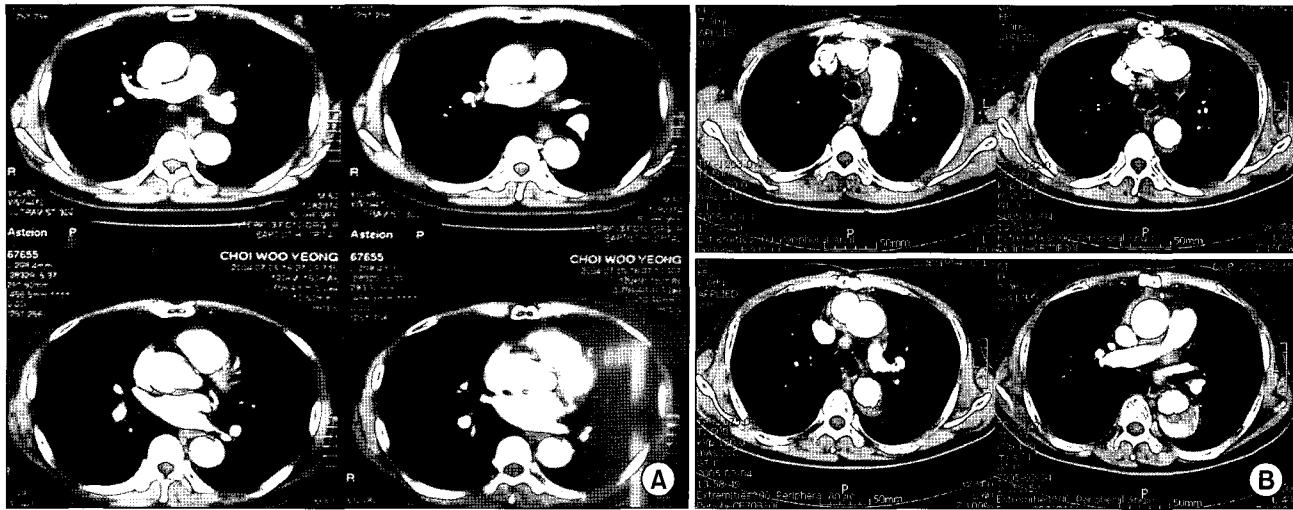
CT findings. (A) Preoperative CT findings: a typical feature of the type A aortic dissection. (B) Postoperative CT findings: The pseudolumen of the proximal descending aorta where a stent-graft had been placed was completely obliterated.
